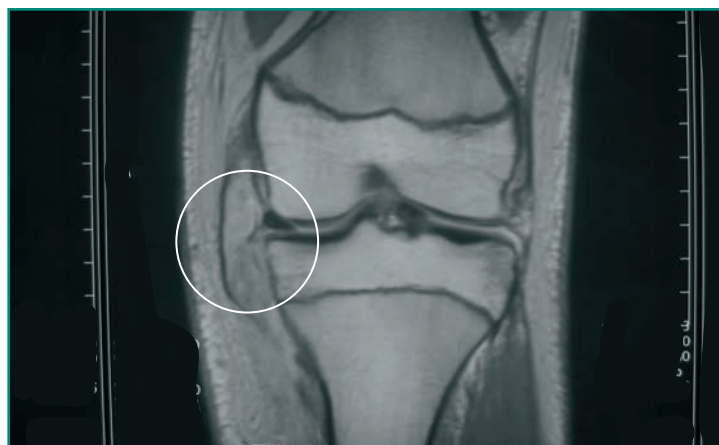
Imagen de resonancia magnética de rodilla que muestra una lesión del ligamento colateral interno/medial.
